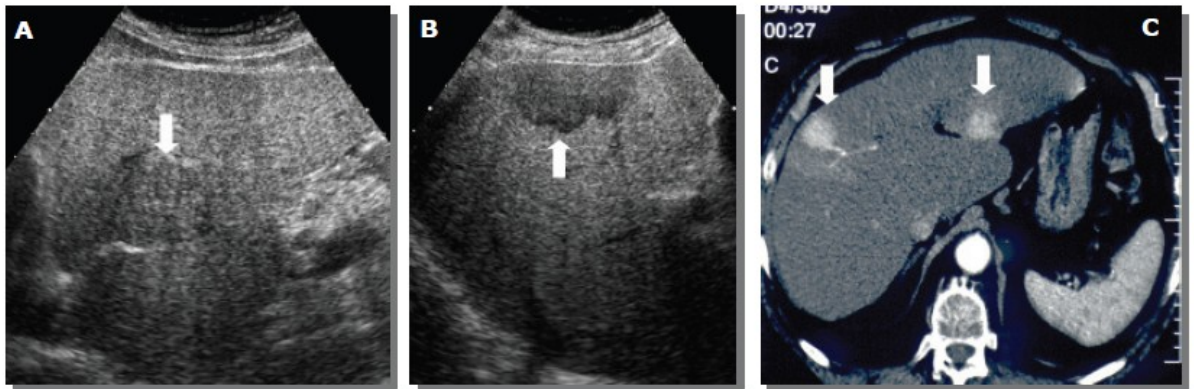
HCC a doppio nodo in cirrosi epatica: A) L'esame ecografico dimostra in scansione longitudinale sul lobo sinistro una lesione focale ipoecogena (freccia) e, B) lesione ipoecogena di 4 cm (freccia) del V segmento a margini irregolari. C) la TAC dimostra intenso enhancement in fase arteriosa precoce di entrambe le lesioni (freccie). Tratto da (20)
